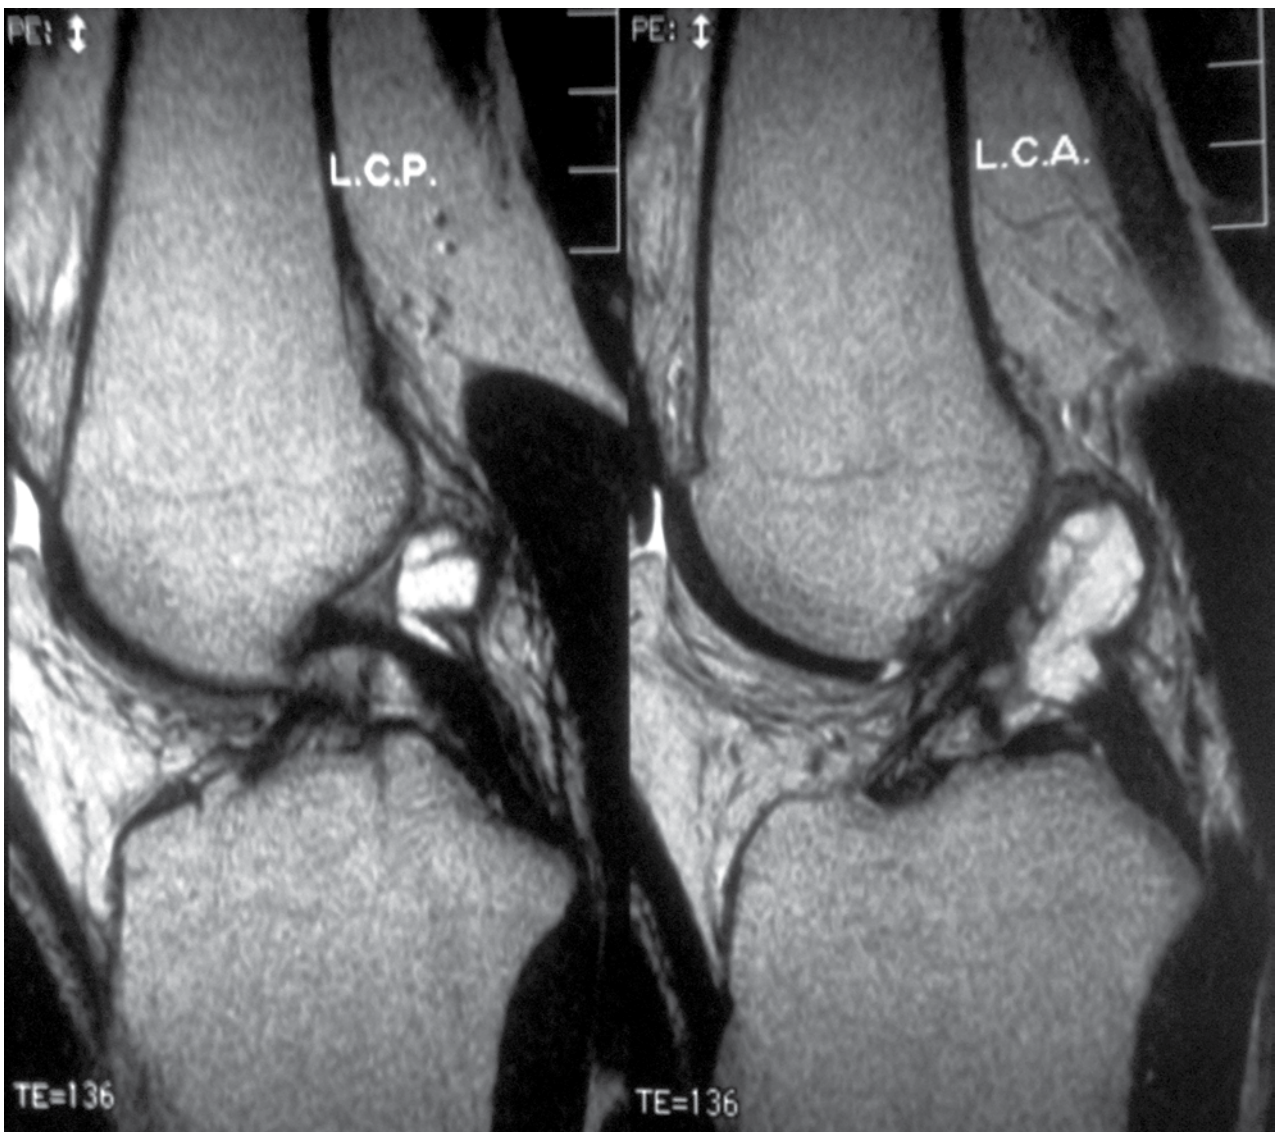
RMN de rodilla. Cortes sagitales en secuencia T2, se observa imagen quística hiperintensa entre ambos ligamentos cruzados.
